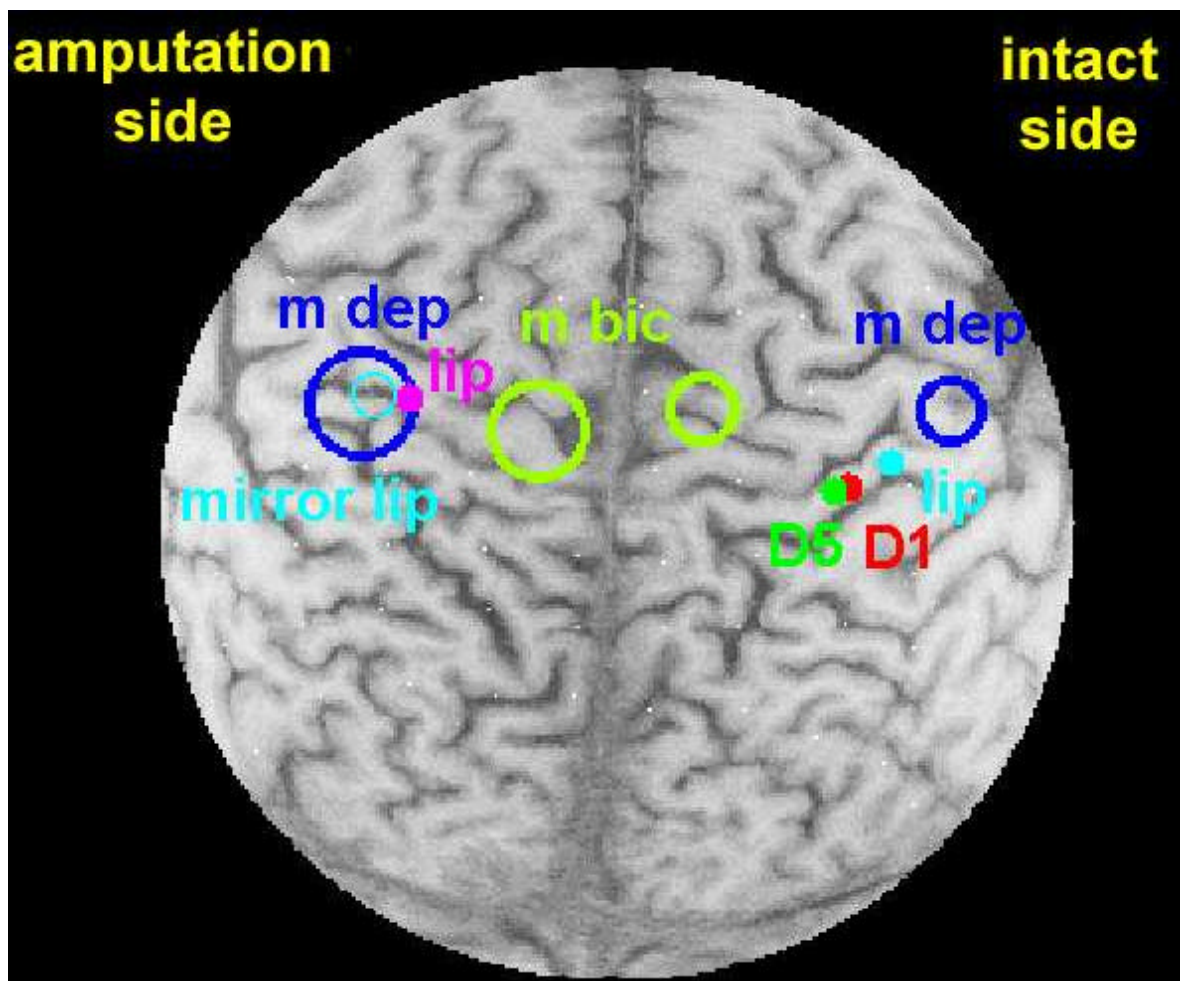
Überlagerung der SEPs, MEPs und MRT bei einem Patienten mit Phantomschmerz (Cadwell-Stimulator)²
